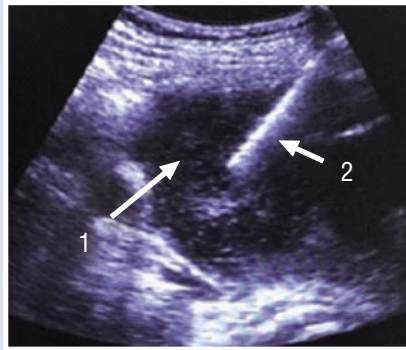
УЗИ гепатопанкреатобилиарной зоны. 1 — опухоль головки поджелудочной железы, 2 — пункционная игла UROMED 16G/ 1,65 мм.
